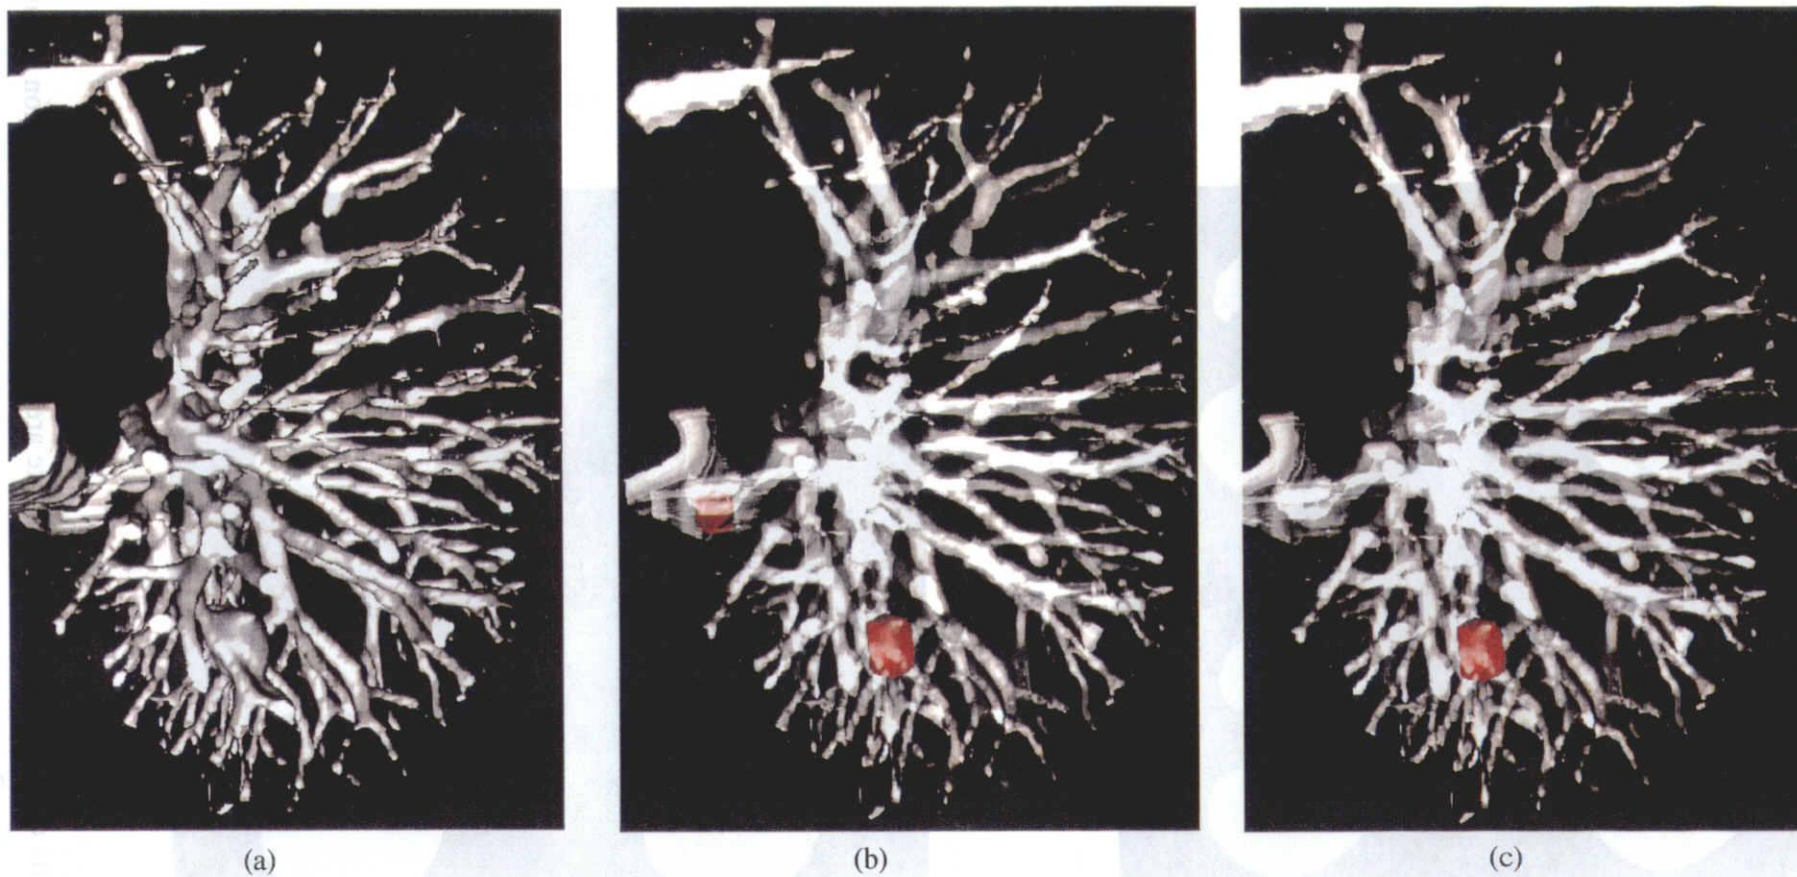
A 3-D display of suspicious regions extracted from a chest CT image (Data1) by using (a) only blood vessel (b) result of fixed value thresholding (c) result of position variant thresholding and the same for another chest CT image (Data2) (d) (e) and (f), respectively.
